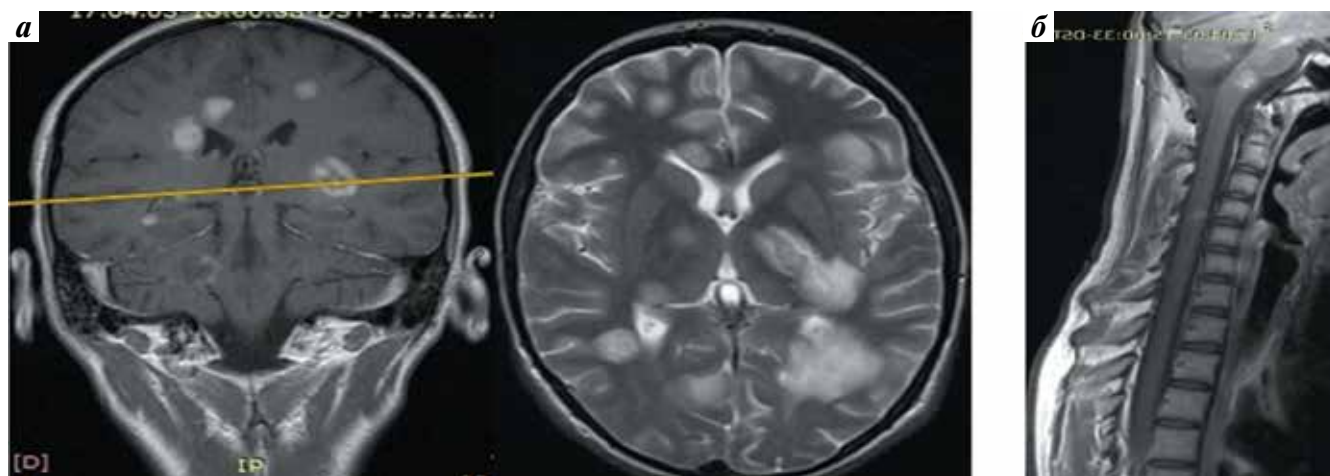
Пациентка Р., 15 лет. Результаты магнитно-резонансной томографии головного (а) и шейного (б) отделов спинного мозга (21.04.2017): множественные очаги демиелинизации размером от 0,6 до 2,2 см, после введения контрастного вещества некоторые очаги накапливают его. Динамика в сравнении с данными исследования от 04.04.2017: регресс выраженности накопления контрастного вещества в виде сохранения его фиксации по периферии меньшей части очагов, уменьшение отека мозговой ткани около всех очагов, появление нового очага размером около 8 мм субкортикально на уровне постцентральной извилины справа, увеличение очагов в полюсе правой лобной и височной долей
